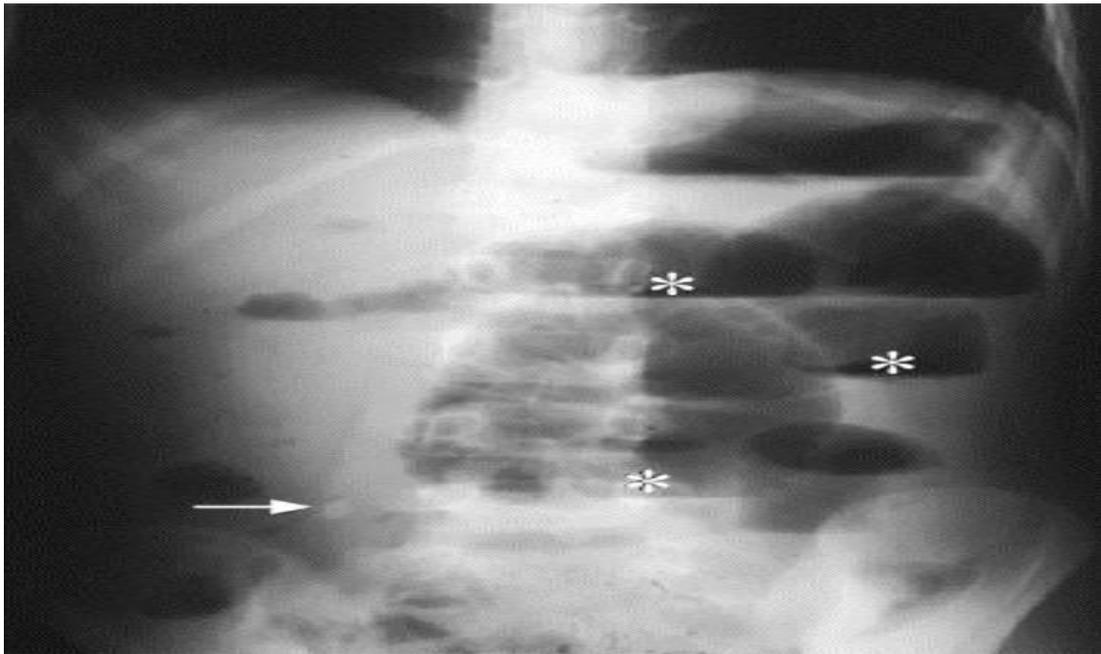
Radiographie d'abdomen sans préparation avec un stercolithe (flèche) et des niveaux hydro-aériques (astérisques) d'occlusion intestinale chez un enfant ayant une péritonite appendiculaire.
